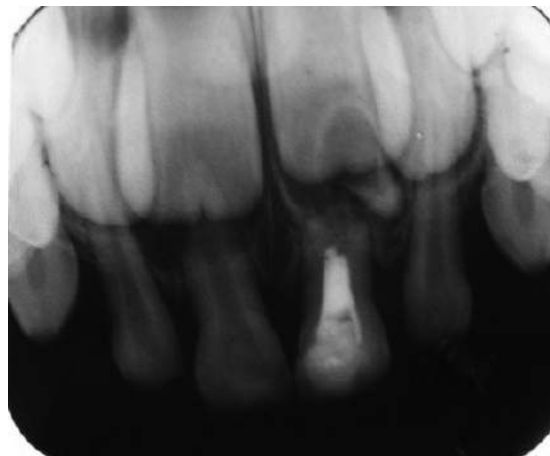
Radiografia periapical modificada evidenciando o dente extranumerário em idade precoce.
